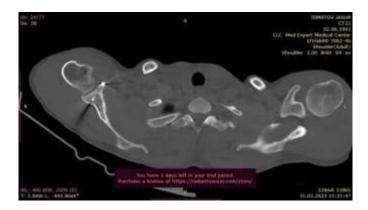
а, б. Компьютерные томограммы плечевого сустава после пластики суставного отростка лопатки.
